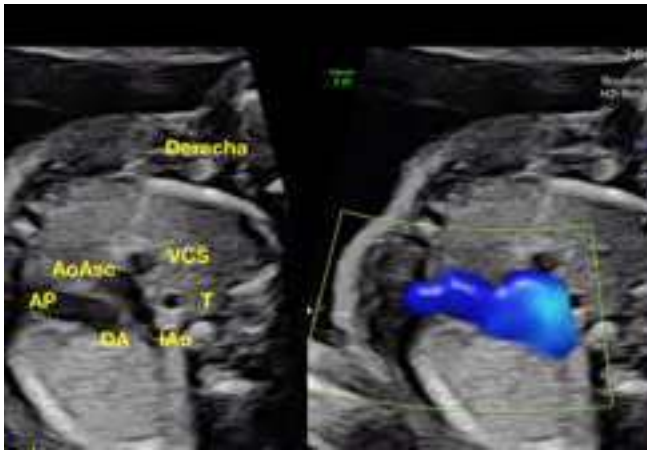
Ecocardiografía básica de 2do trimestre: corte de 3 vasos y tráquea con dorso posterior. Corte normal de los 3 vasos y tráquea en un feto de 22 semanas. AP, arteria pulmonar; DA, ductus arterioso; AoAsc, aorta ascendente; IAo, istmo aórtico; VCS, vena cava superior; T, tráquea.
